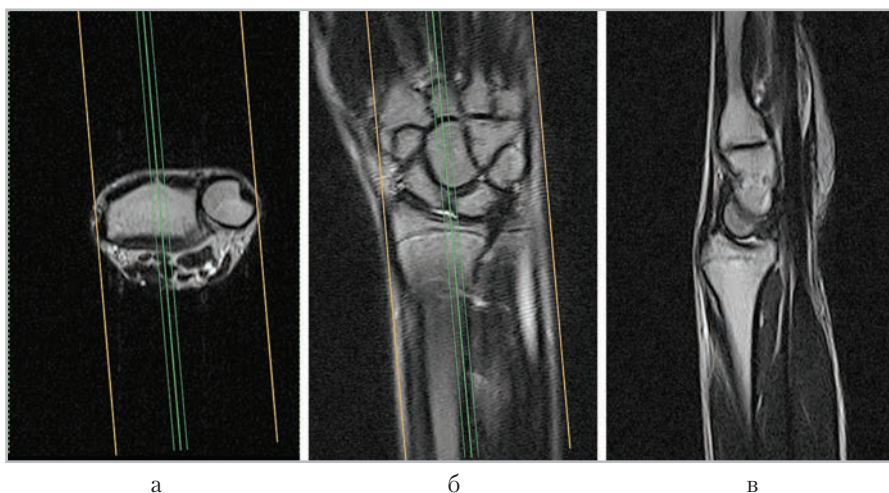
МР-томограммы, полученные для планирования сагиттальных срезов (в) в аксиальной (а), коронарной (б) плоскостях
